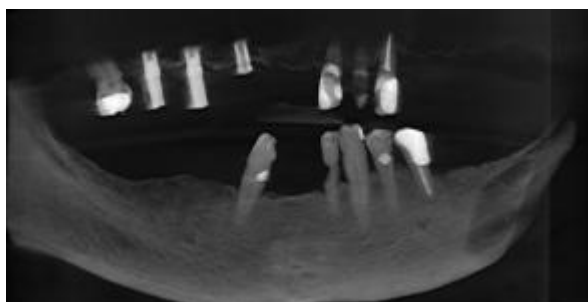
Imagem TC panorâmica da mandíbula, Galileos Viewer (Sirona, Salsburg, Austria).
